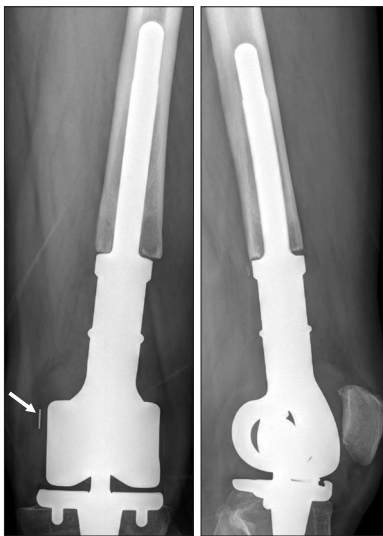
Preoperative radiograph of locking mechanism failure after distal femoral reconstruction (case 1). There is no definite signs of loosening around the femoral stem, but there is a radioopaque line (arrow) by the medial aspect of the femoral component, indicating breakage of the locking mechanism.
